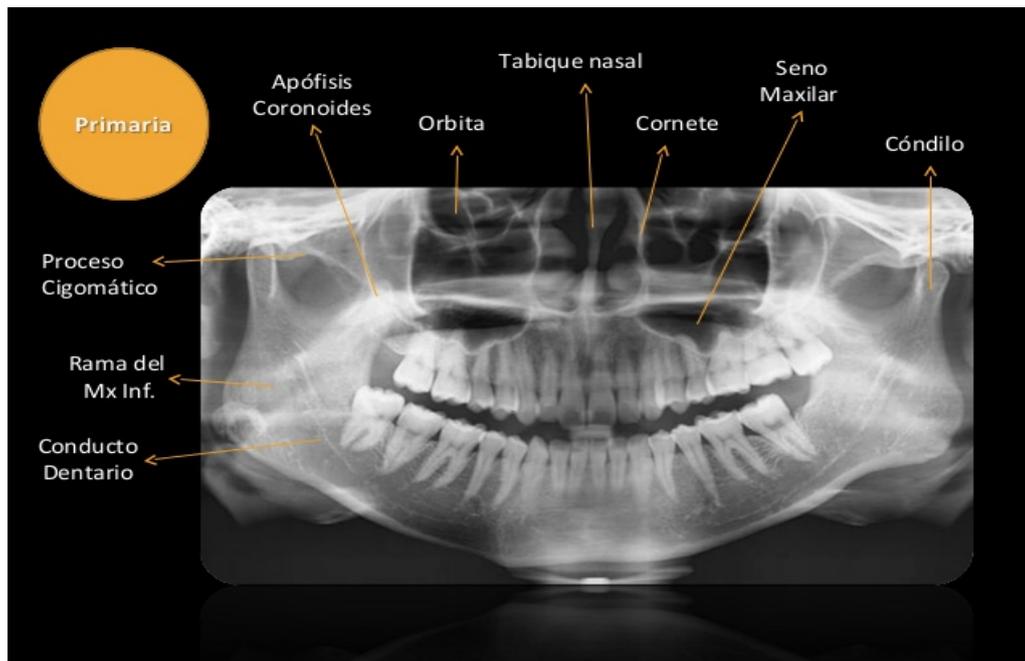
Interpretación Ortopantomografía.¹³
